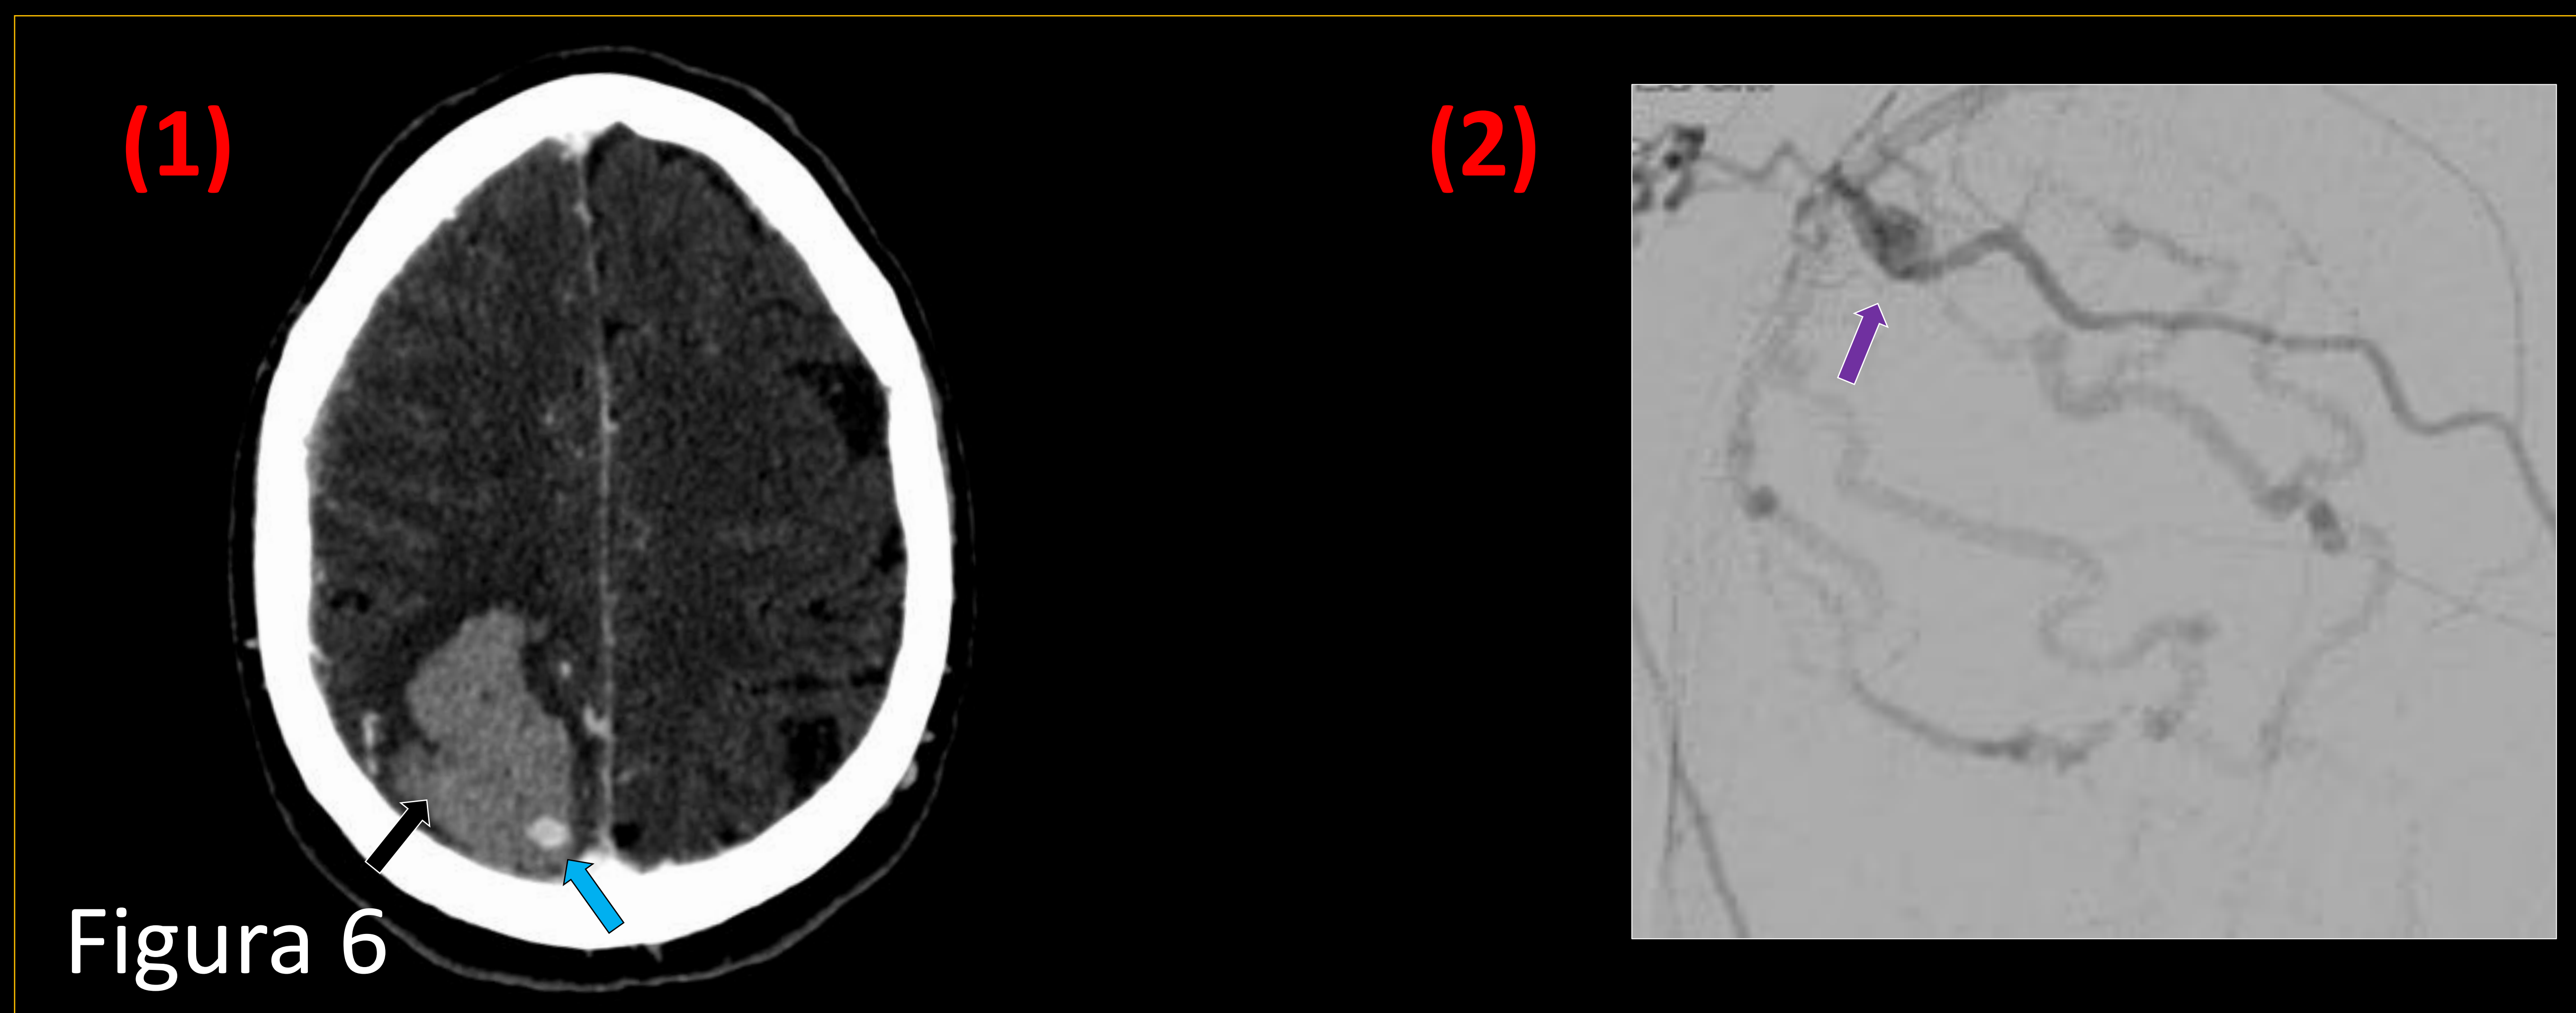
MAV dural. Paciente que acude por cefalea intensa de inicio súbito. Imágenes: (1) angio-TC de arterias cerebrales, corte axial y (2) arteriografía. Hematoma intraparenquimatoso agudo (⇨) con vaso ingurgitado que drena al seno longitudinal superior (⇨). Demostración de fístula (⇨).
